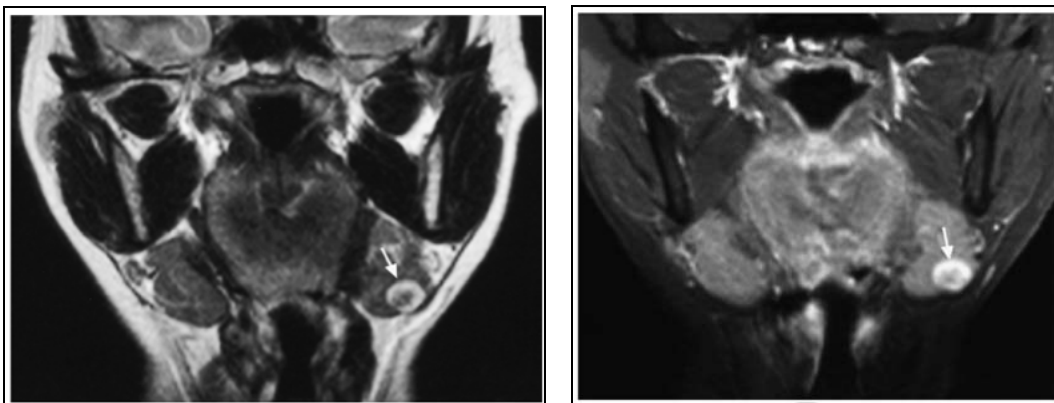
IRM coupes coronales.
